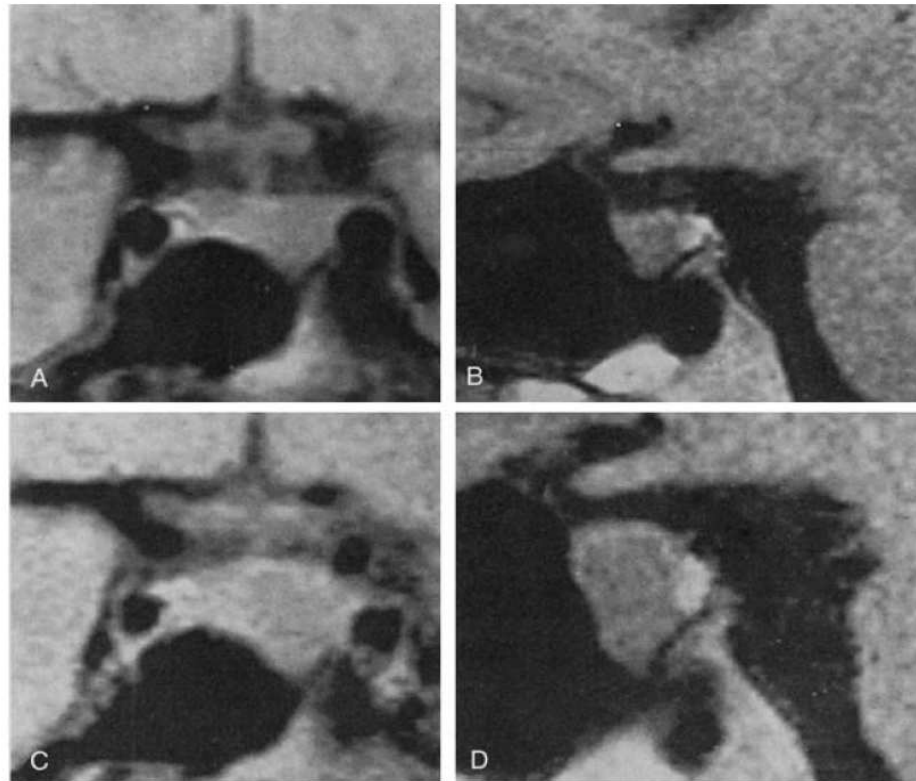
Coronal and sagittal MR imaging scans of an intrasellar, prolactin-secreting macroadenoma in a woman prior to conception (*A* and *B*) and at 7 months of gestation (*C* and *D*). Note the marked tumor enlargement at the latter point, at which time the patient was complaining of headaches.
